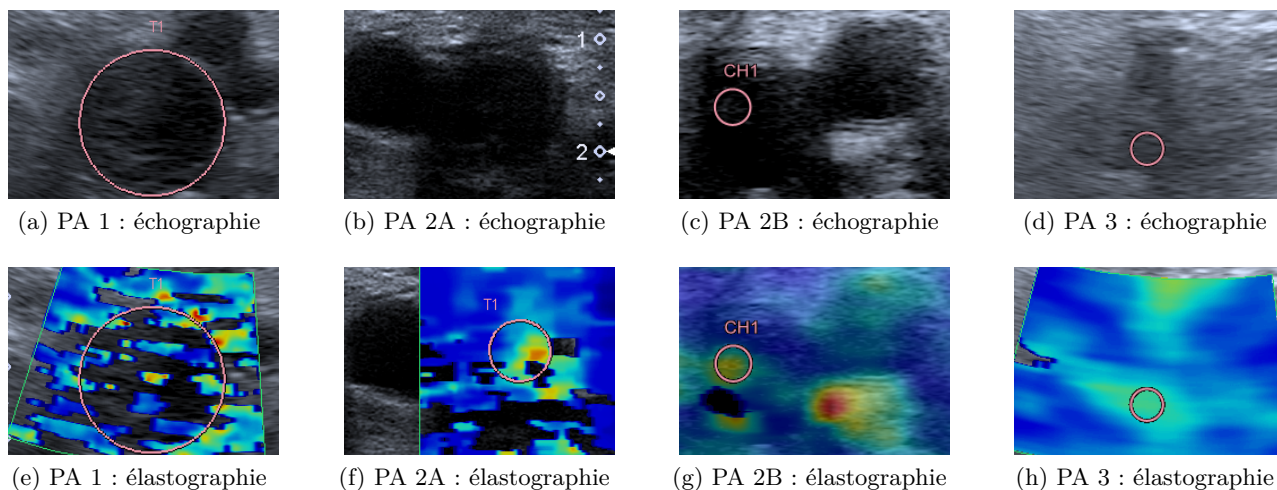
Comparaison des échographies et des élastographies en fonction du Protocole d’Acquisition (PA).
